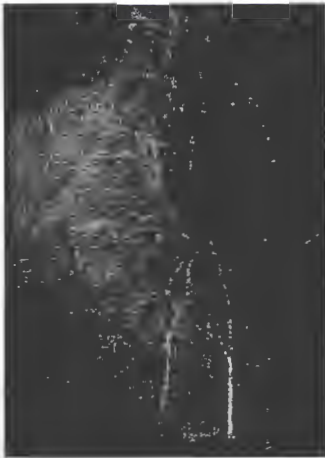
Radiografía lateral de columna lumbo-sacra
